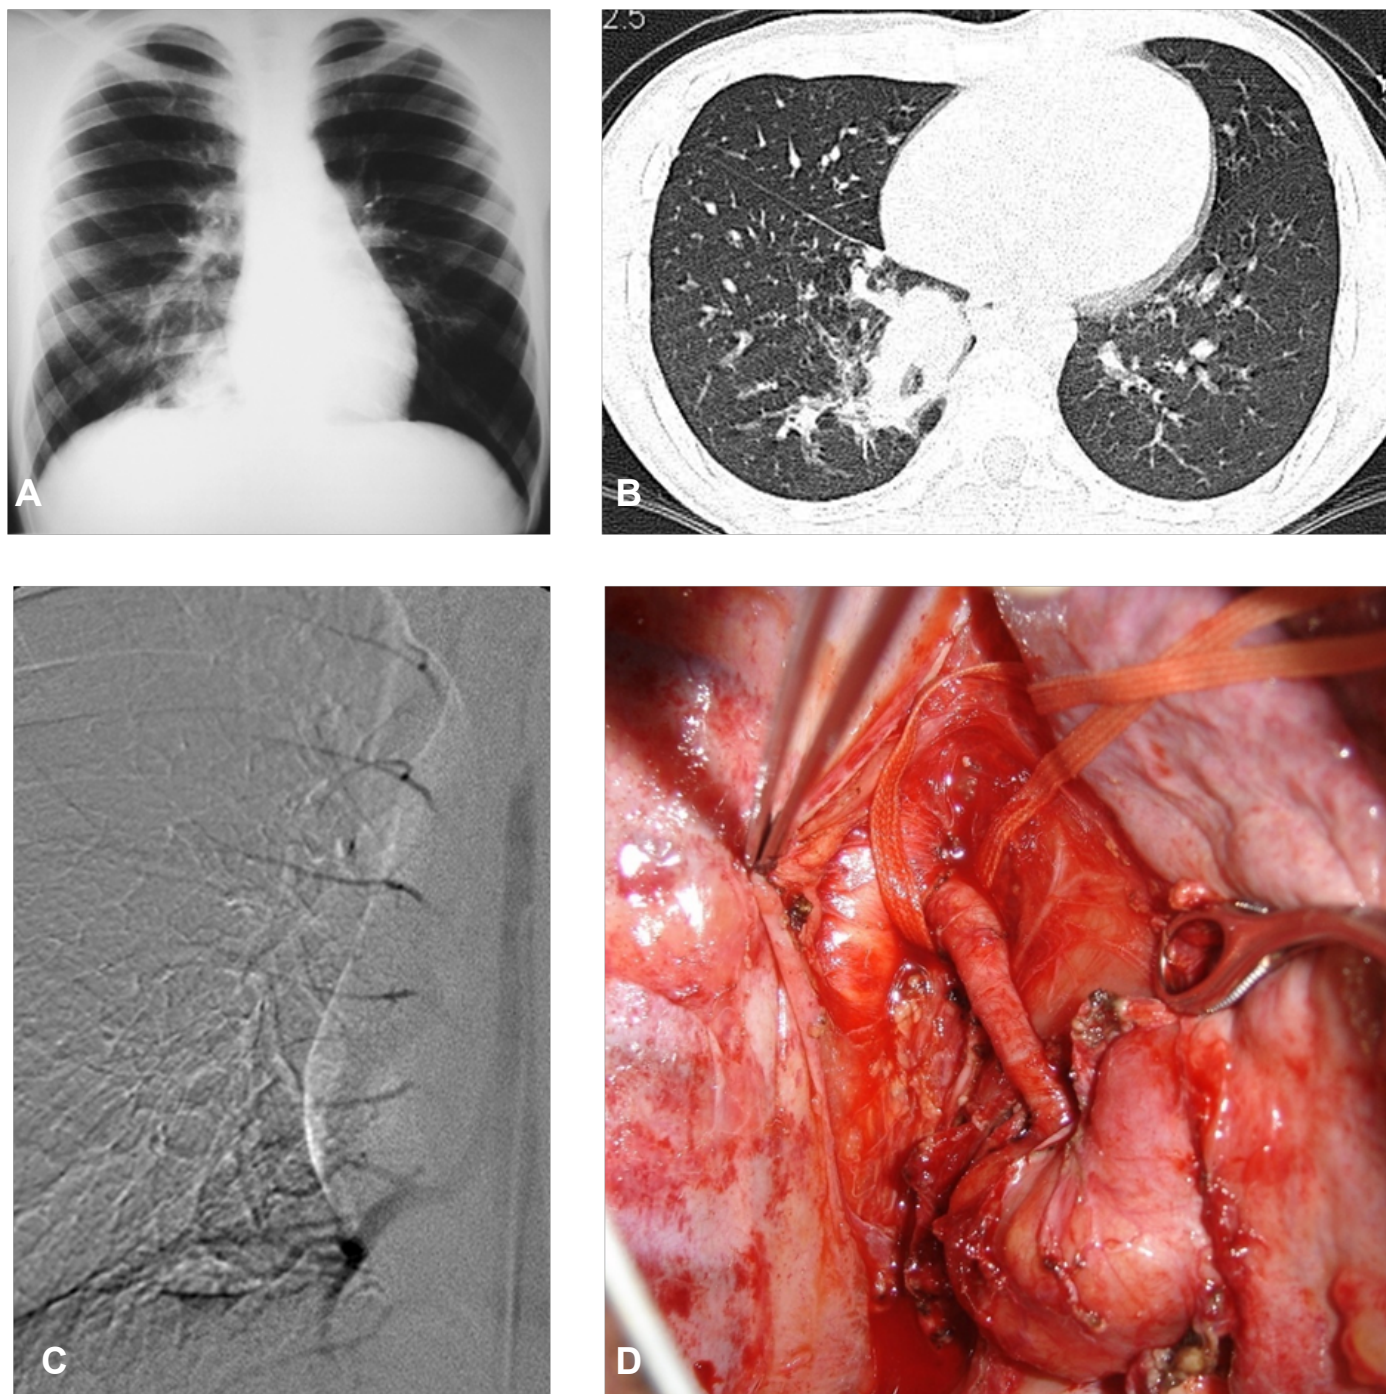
Jovem com história de pneumonias de repetição. A radiografia de tórax (A) mostrava infiltrado em segmento medial do lobo inferior direito (LID). A tomografia de tórax, evidenciou infiltrado em segmento medial do LID e cisto paraesofágico (B). A aortografia identificou um ramo anômalo da aorta que irrigava esse segmento (C). Foi realizada toracotomia direita e dissecado cisto com aparente continuidade com o parênquima pulmonar e aderido firmemente ao esôfago, que era nutrido por uma artéria, ramo da aorta torácica (D). O anátomo-patológico foi consistente com sequestro pulmonar intralobar.
